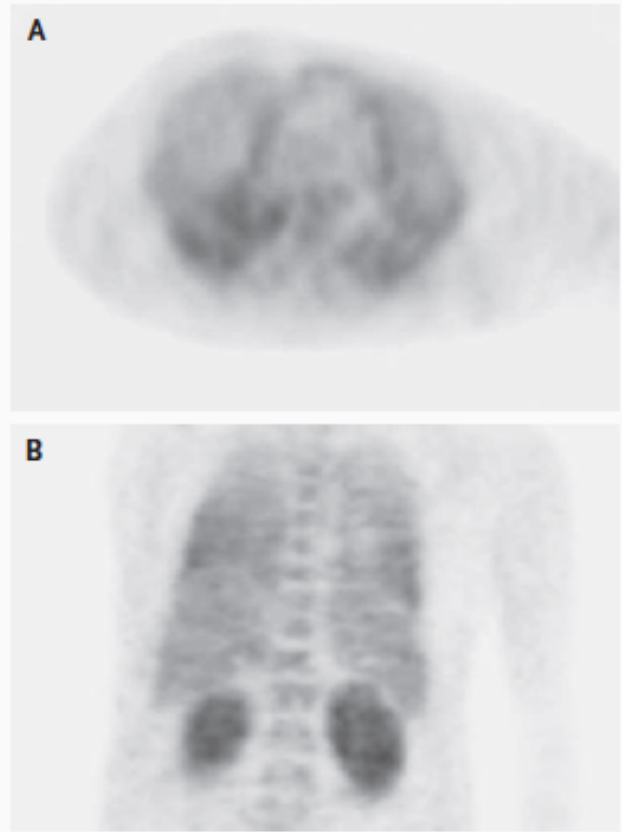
Fluorodeoxyglucose Positron-Emission Tomographic Scan.
